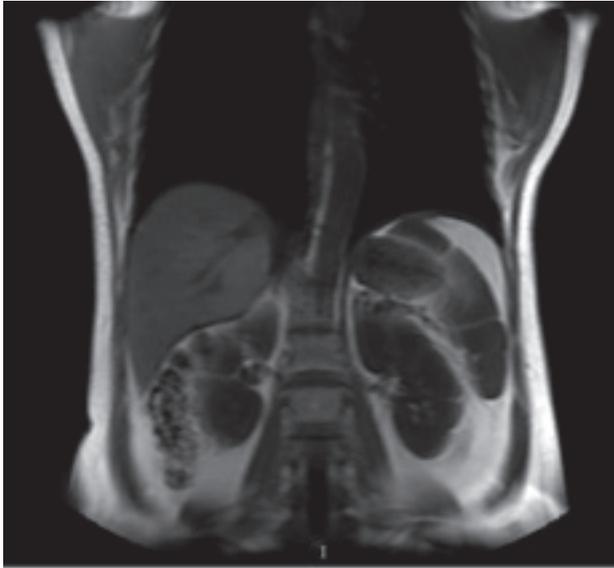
Resonancia magnética Junio 2014.
